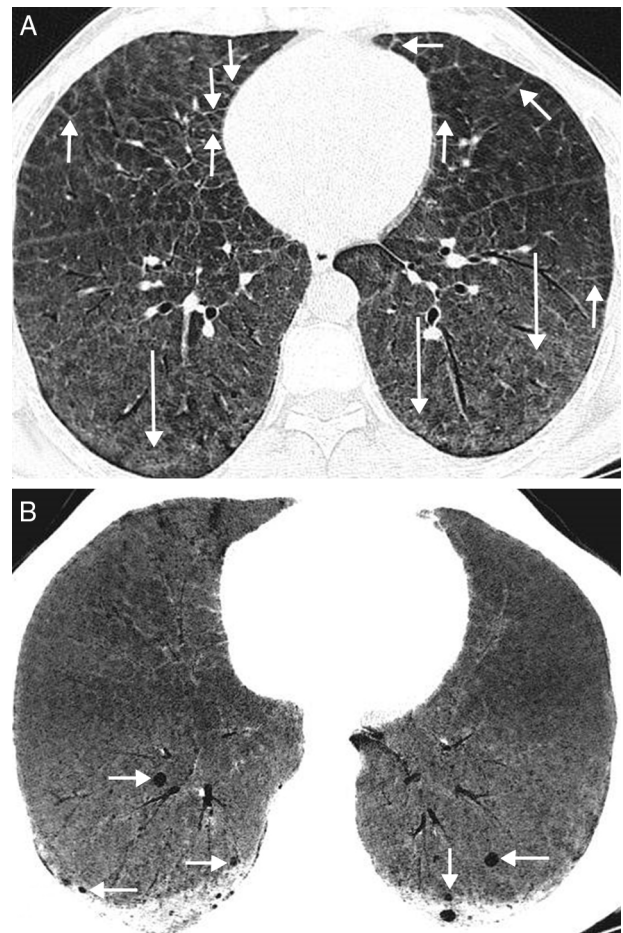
A) Imagen axial de la TC de tórax (ventana de parénquima pulmonar) en la que se observa un engrosamiento de septos interlobulillares (flechas cortas) y áreas de atenuación en vidrio deslustrado (flechas largas). B) Imagen axial de proyección de intensidad mínima (MinIP) de la TC de tórax (ventana de parénquima pulmonar) en la que se visualizan quistes pulmonares de pequeño tamaño en los segmentos basales de ambos lóbulos inferiores (flechas).
